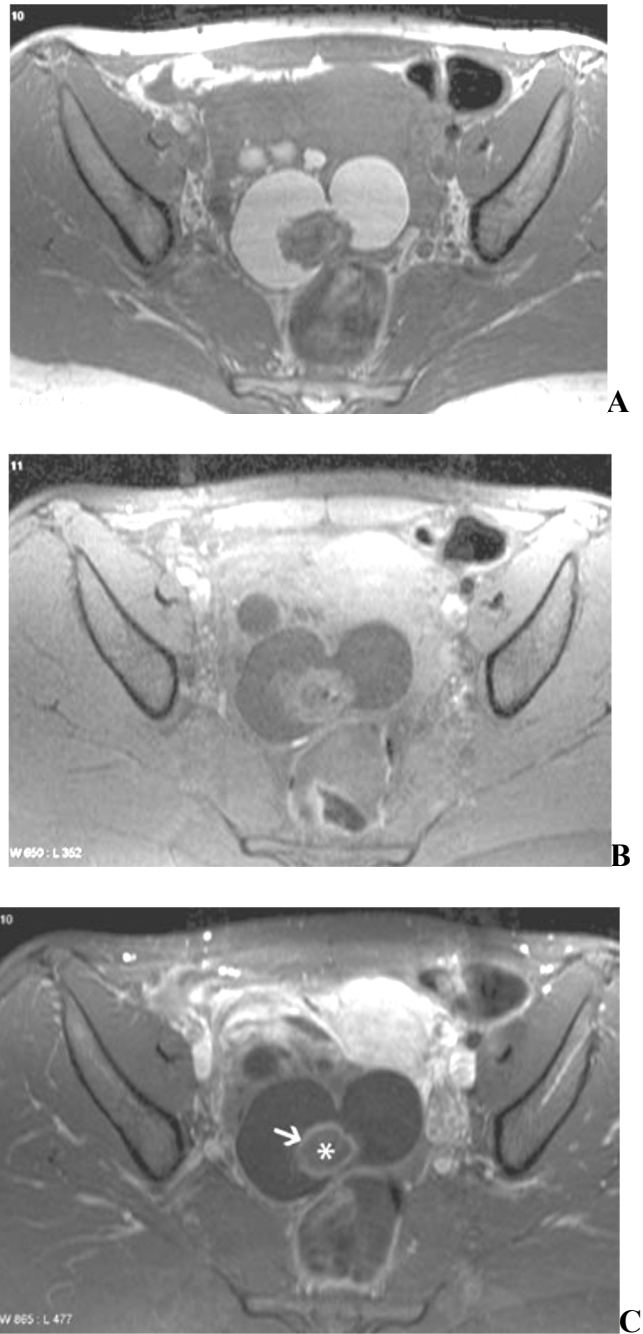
coupes IRM axiale T1 (A), T1 avec saturation du signal de la graisse sans (B) et avec (C) injection de produit de contraste ,il existe un rehaussement périphérique du nodule de Rokitansky correspondant au revêtement cutané contenant des annexes pilo sébacées à la surface du nodule.la partie centrale(*) constituée de tissus adipeux , musculaire ,nerveux et cartilagineux ne se rehausse pas .
